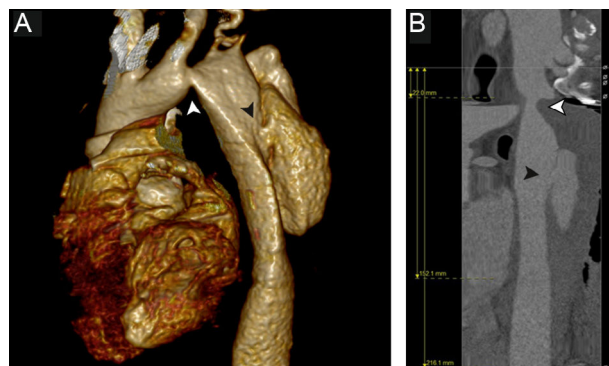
Tomografía computarizada obtenida antes de la intervención que muestra una coartación aórtica distal a la arteria subclavia izquierda (flechas blancas) y una disección de aorta (flechas negras). A: reconstrucción tridimensional mediante tomografía computarizada. B: reconstrucción de la línea central de la luz.
